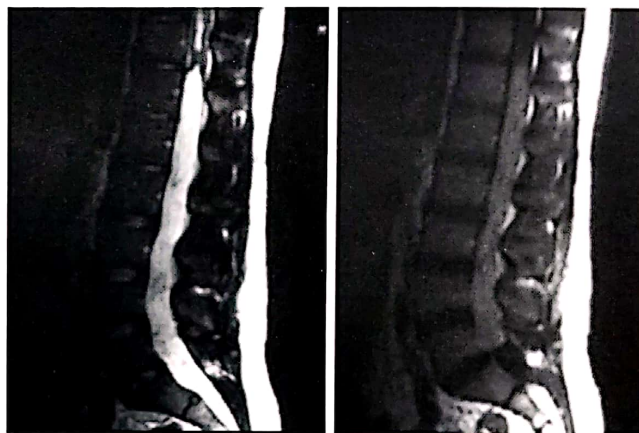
Aspect imagistic IRM al unui endimom mixopapilar extins de la nivelul conului medular până la nivel L5; se remarcă apariția hiperintensă în T2W cu dilatația canalului endimar (imaginea din stânga); după administrarea substanței de contrast se remarcă o contrastare netă, relativ uniformă a tumorii (imaginea din dreapta T1W + contrast).
